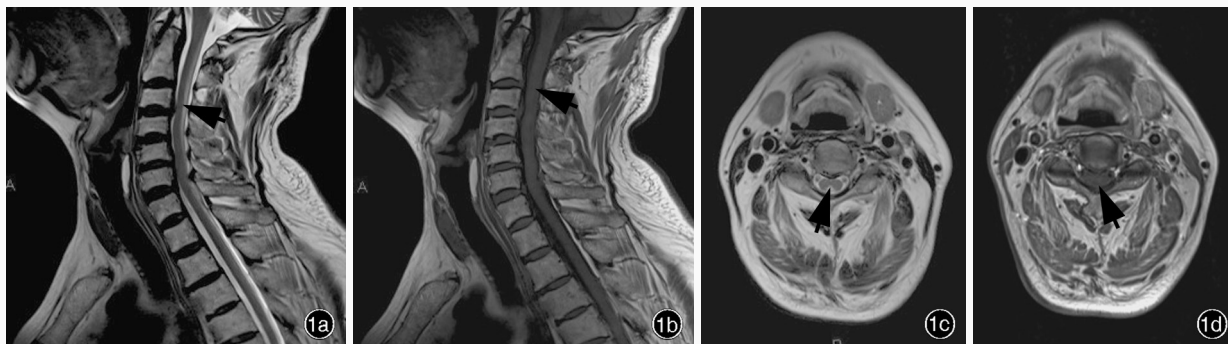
男性患者, 51岁。主因四肢麻木、无力3周就诊。头部MRI显示脊髓后部异常信号, 累及多个脊髓节段。临床诊断为血清维生素B₁₂缺乏症(38.38 pmol/L)。1a 矢状位T₂WI显示C₂~T₃水平脊髓后部条带状异常高信号(箭头所示) 1b 矢状位T₁WI显示, 病变呈等或略低信号(箭头所示) 1c 经C₃₋₄椎间盘水平的横断面T₂WI显示, 病变位于脊髓后索, 呈“倒V征”(箭头所示), 脊髓侧索未见明显异常 1d 与1c同层面横断面增强T₁WI显示, 病灶无明显强化(箭头所示)
